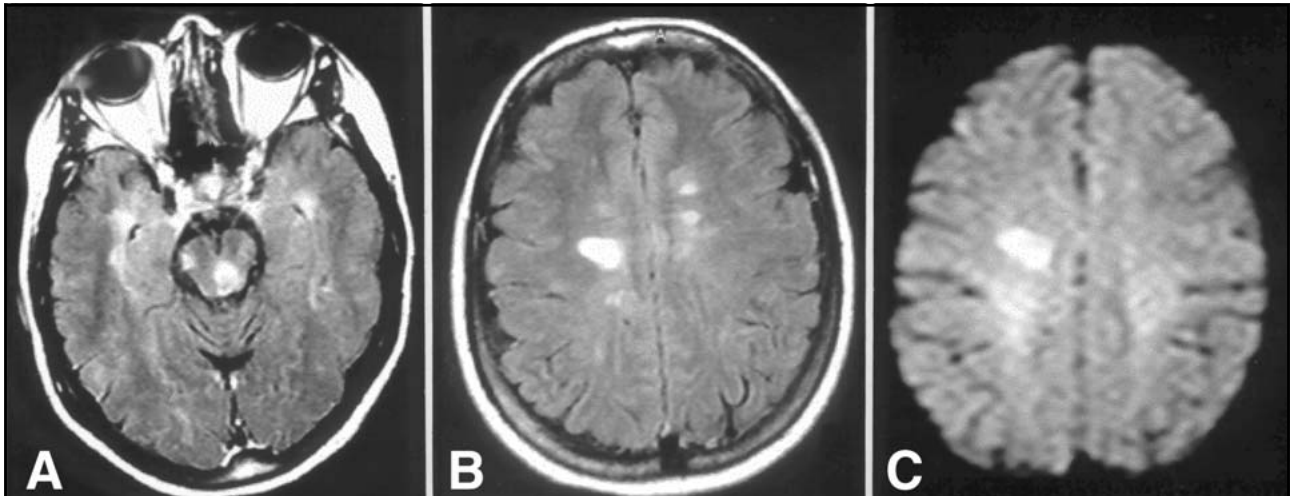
IGOI, feminina, 33 anos. a - corte axial ponderado na seqüência FLAIR mostrando placas de desmielinização na região periaquedutal, mesencéfalo, à direita, e regiões temporais. b - corte axial ponderado na mesma seqüência que 5a, porém no plano anatômico do centro semi-oval. Observe a presença de pequenas placas de desmielinização à esquerda e outra, bem maior, à direita. c - corte axial no mesmo plano anatômico de 5b, porém na seqüência DIFUSÃO. Observe que apenas a placa maior, situada à direita, aparece nesta seqüência, isto porque é uma lesão aguda e nesta seqüência (DIFUSÃO) é possível diferenciar-se as placas de desmielinização agudas das crônicas.
